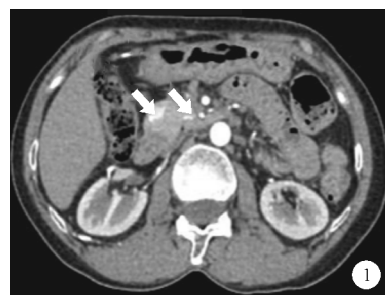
2023年2月27日患者腹部增强CT检查结果(强化结节如箭头所示)
